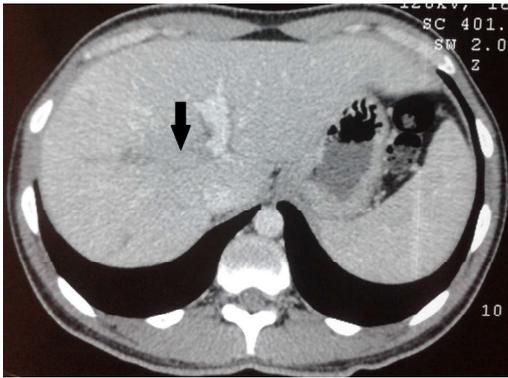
Imagem transversal de TC de abdome com contraste demonstrando falha de enchimento de contraste em veia porta direita com trombo em seu interior (seta preta).
